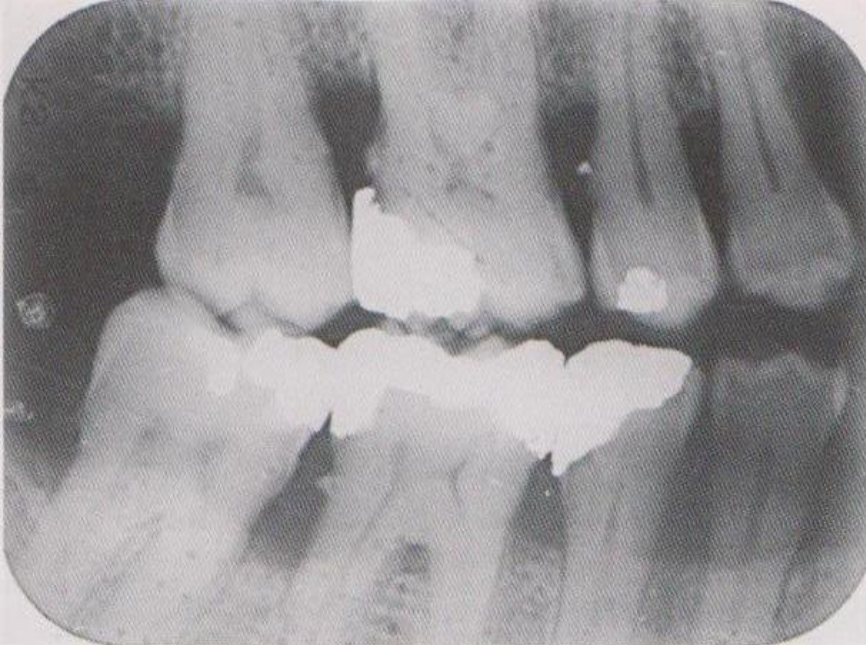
Интерпроксимальная рентгенограмма верхних и нижних премоляров и моляров. Высота межзубных перегородок снижена на $\frac{1}{2}$ длины корней (2-я степень пародонтита), видны зубные отложения.
